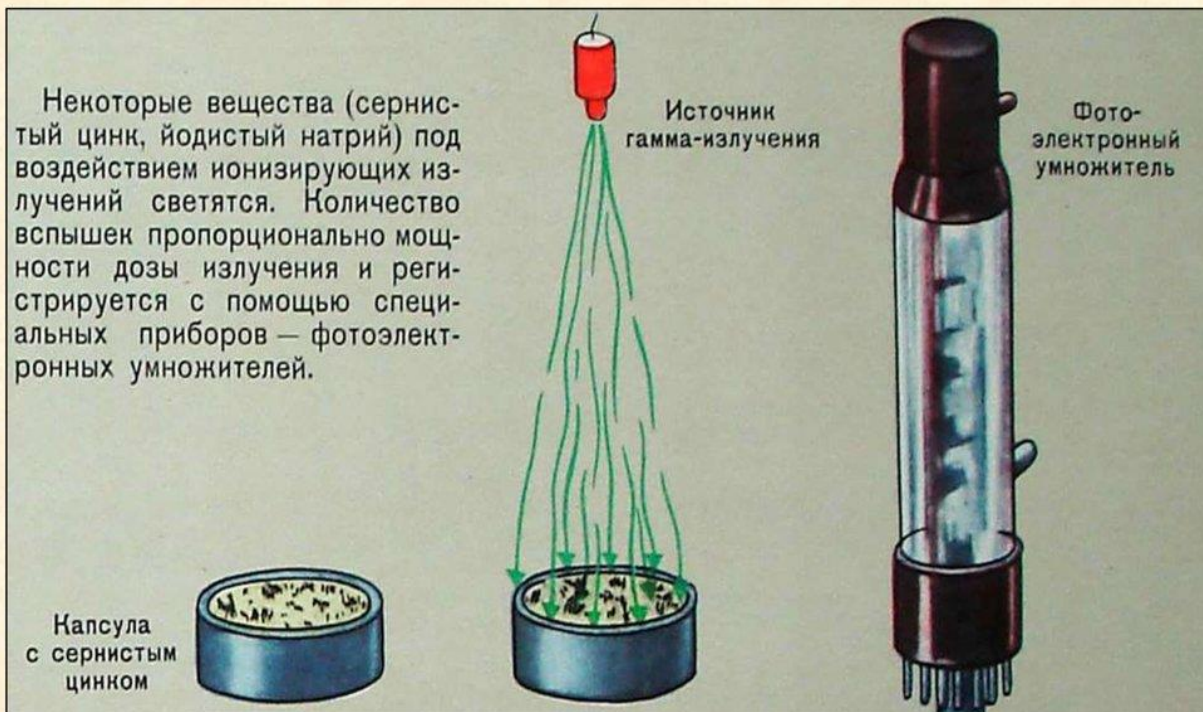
Сцинтилляционный метод.
